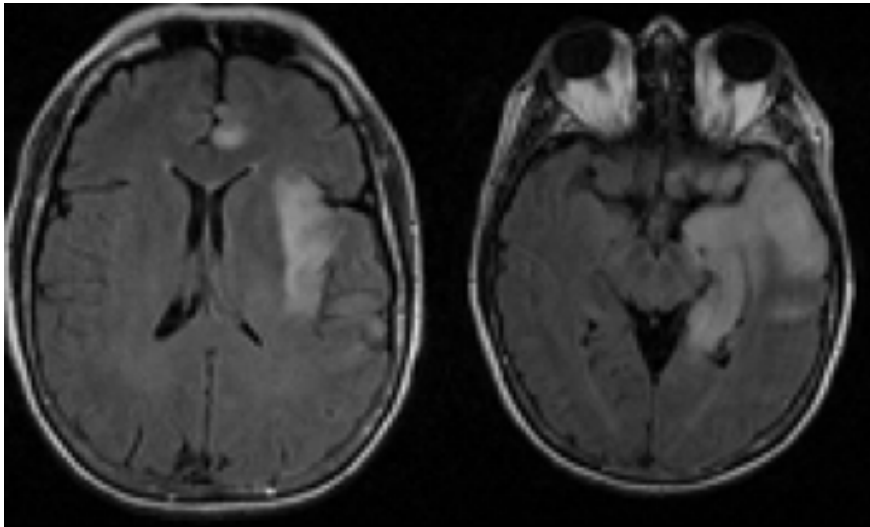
Imagen de resonancia magnética de un paciente con encefalitis por virus de herpes simple. Observese el edema de predominio en áreas de sistema límbico como cíngulo, ínsula, temporal mesial.
